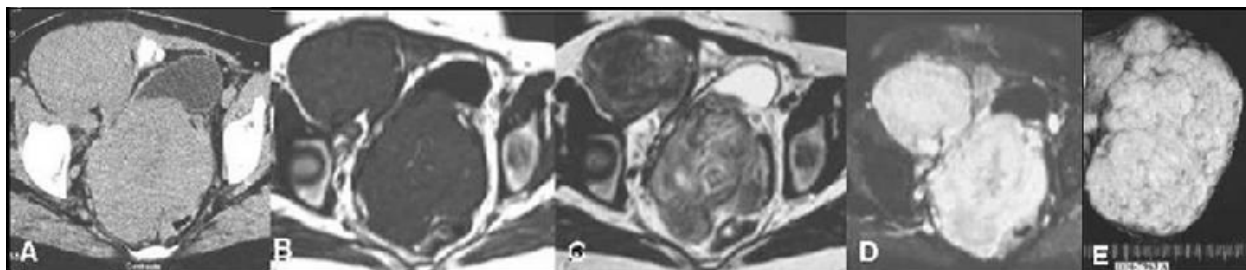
Leiomiomatose peritoneal disseminada. (A) Corte axial em TC interessando a pequena bacia mostrando duas lesões sólidas, conferindo o leiomioma posterior desvio da bexiga para diante e para a esquerda. RM: Cortes axiais visualizando-se duas formações nodulares hipointensas em T1 (B), com sinal heterogéneo em T2 o nódulo posterior e hipo-sinal o leiomioma anterior (C), em doente submetida no passado a histerectomia e ooforectomia direita. (D) Em T1 com saturação de gordura após administração de gadolínio observa-se captação intensa de contraste. (E) Aspecto macroscópico em secção de um dos leiomiomas.
